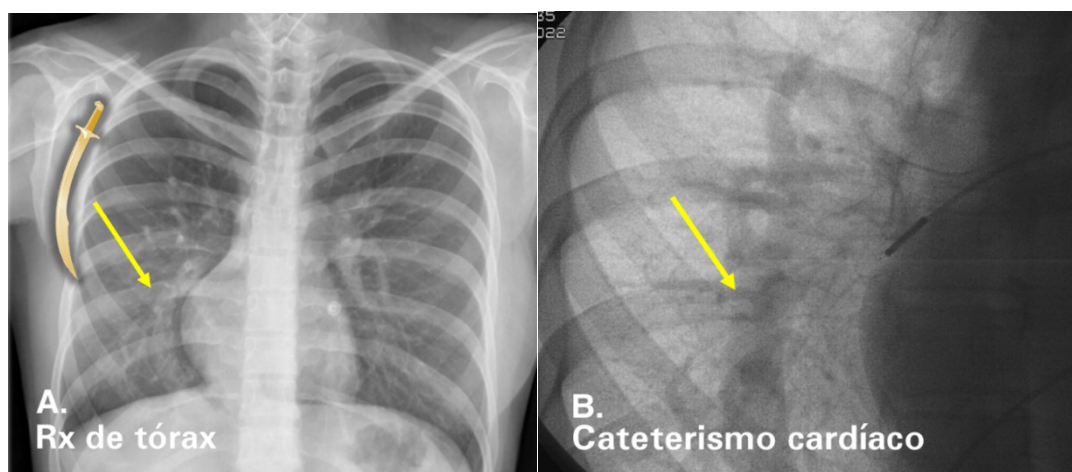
A. Radiografía de tórax, imagen característica de la cimitarra (flecha amarilla). B. En la flecha se evidencia el conducto colector que drena hacia la VCI.
